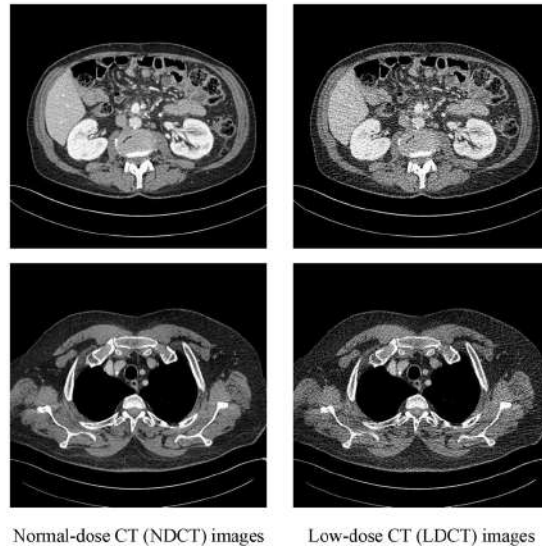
Imágenes de TC de la base de dayos de Mayo Clinic para el AAPM Low Dose CT Grand Challenge. La columna izquierda muestra las imágenes de TC de dosis normal y la columna derecha, las de dosis baja. Imagen extraída de [64].
